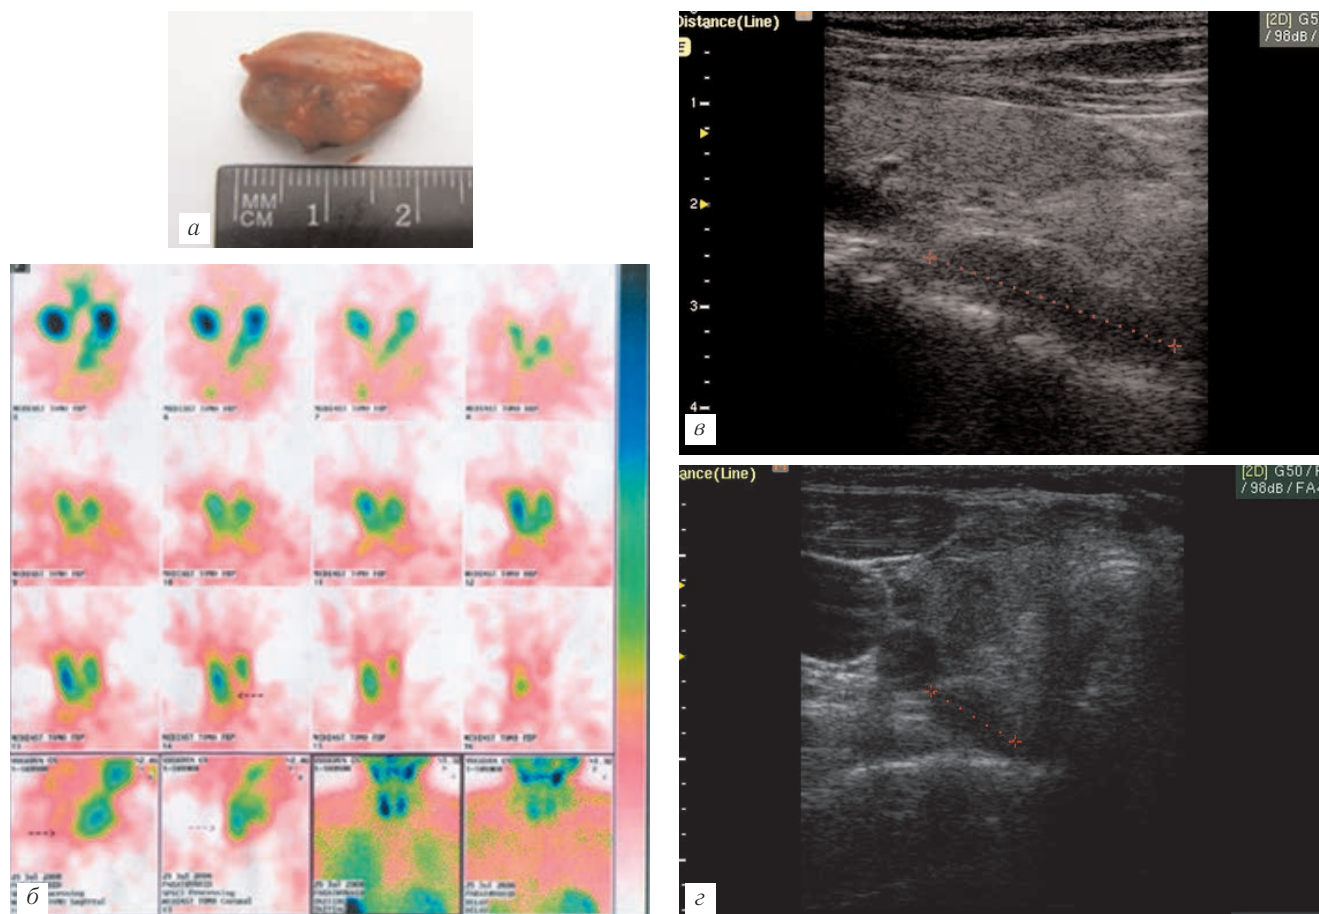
а — Аденома нижней околощитовидной железы справа, 20×12×14 мм; б — при двухфазной сцинтиграфии с ^{99m}Tc -МИБИ отчетливо определяется очаг аномального накопления радиофармпрепарата позади правой доли щитовидной железы на уровне ее нижней трети; в, г — при ультразвуковом исследовании на продольном и поперечном сканах определяется гипоэхогенное образование с четкими контурами по задней поверхности щитовидной железы размерами 26×10×5 мм. При доплеровском картировании кровотока резко ослаблен. На операции данное образование представляет инкапсулированную жировую ткань (липома). Аденома околощитовидной железы располагалась в ретротрахеальном пространстве справа на 3 см выше данного образования.
